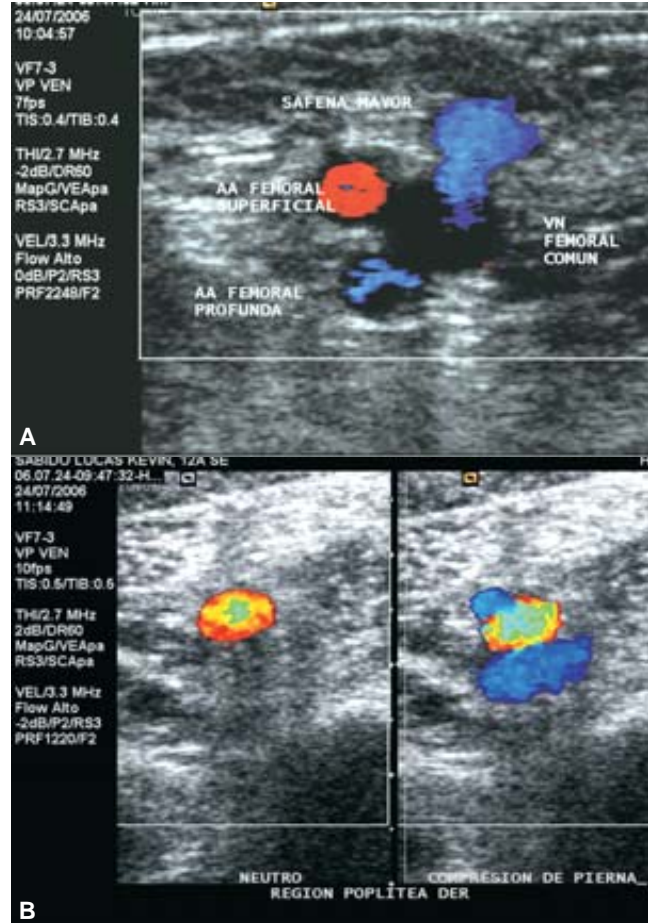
A y B) Se realiza Doppler color a nivel de la región inguinal derecha identificando sistema venoso profundo demostrable con compresión.
